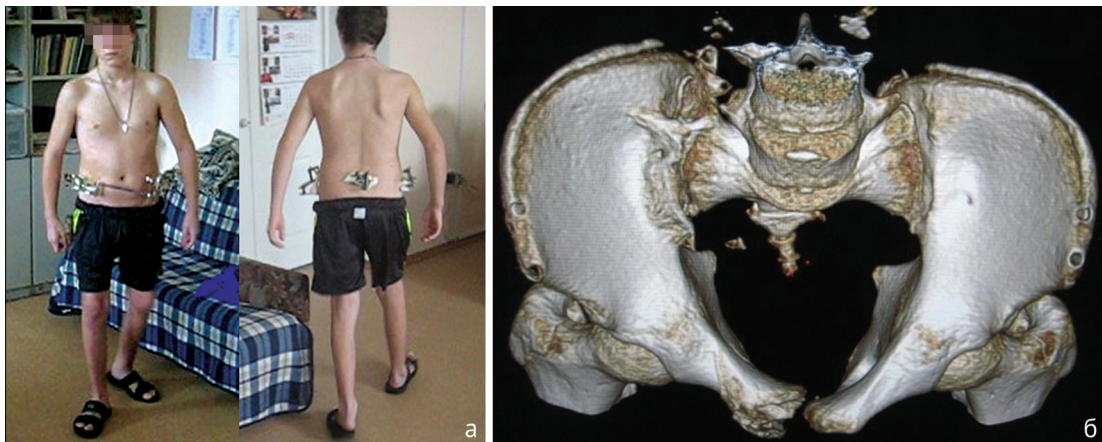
Результат лечения пациента основной группы: а — фото в процессе лечения, занятия ЛФК; б — КТ таза с 3D-реконструкцией через 1 год после травмы
